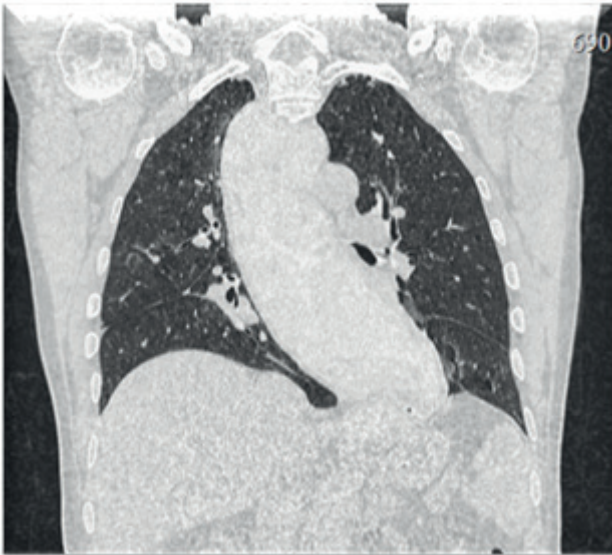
Наблюдение 2. Больной Д., 55 лет. Компьютерная томограмма, коронарная проекция: расширенный пищевод с S-образным искривлением и удлинением.
